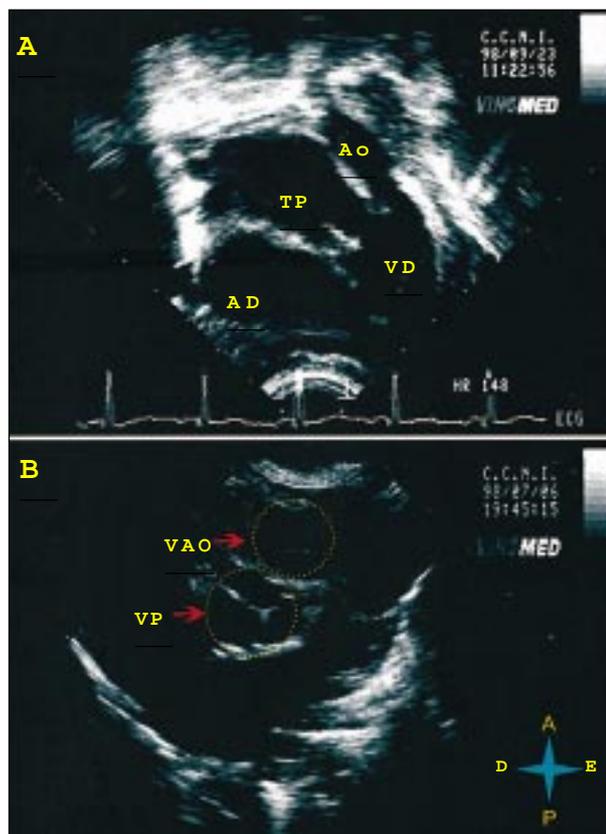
A) Corte subcostal coronal do ecocardiograma mostrando as artérias pulmonar (TP) e aorta (Ao) com esta última à esquerda da pulmonar; B) corte paraesternal alto, ao nível das valvas semilunares, mostrando a valva aórtica em situação anterior e à esquerda da pulmonar. A- anterior; AD- átrio direito; D- direita; E- esquerda; P- posterior; Vao- valva aórtica; VD- ventrículo direito; VE- ventrículo esquerdo; VP- valva pulmonar.
